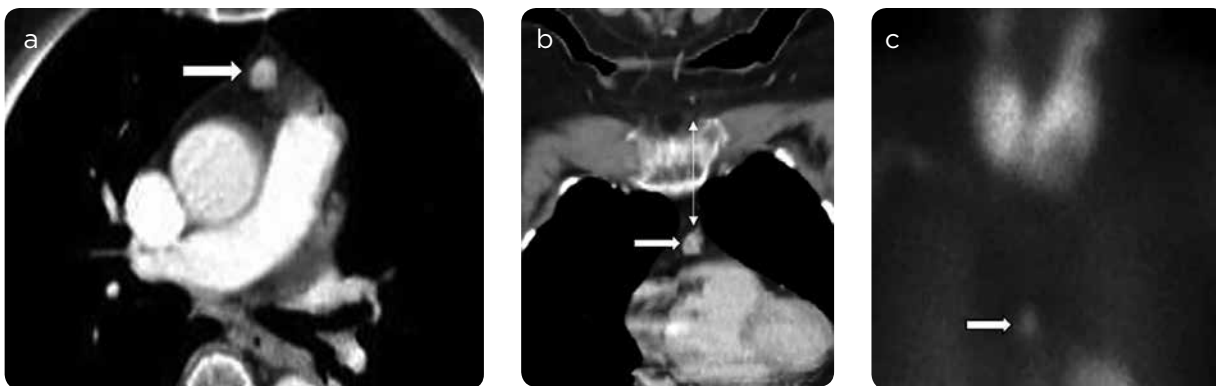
Adenoma paratiroideo mediastínico anterior. a) TC axial y b) coronal poscontraste: muestran un adenoma paratiroideo mediastínico anterior (flecha blanca), confirmado en la imagen tardía de SPECT (flecha blanca). Lesión localizada a más de 4 cm (flecha fina en b) por debajo de la horquilla del esternón. Requiere toracoscopia para su resección.
